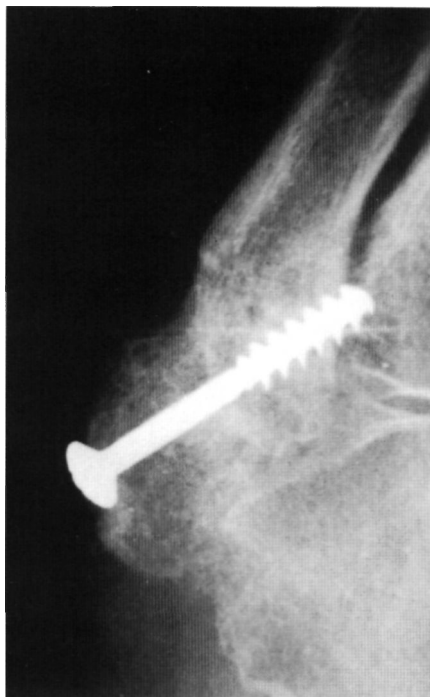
Radiografía a los 3 meses de evolución con la fractura consolidada.
